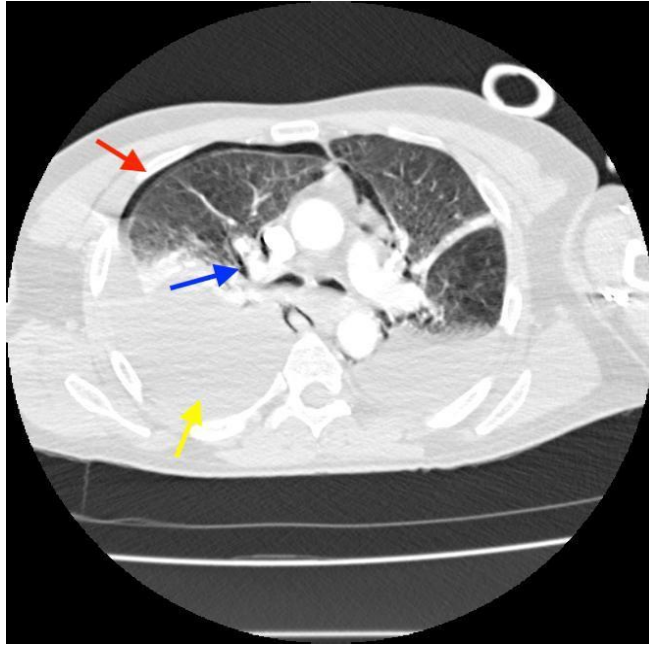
TC de tórax, aquisição axial com janela para pulmão, onde observamos pneumotórax à direita (seta vermelha), derrame pleural bilateral (seta amarela) e pneumomediastino (seta azul).
